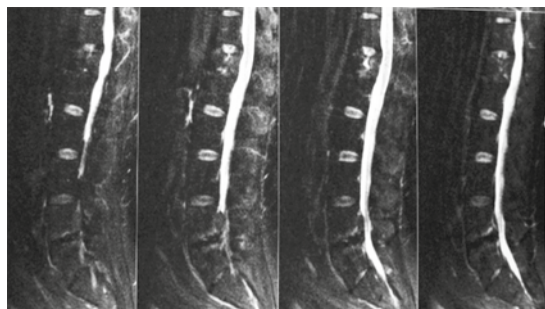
Corte sagital de resonancia magnética de la columna vertebral, en donde se aprecia aplastamiento de L1, sin daño de las raíces nerviosas.
